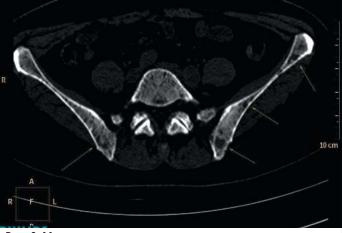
Множественные очаги остеодеструкции в подвздошных костях (фрагмент КТ органов малого таза в аксиальной проекции)
